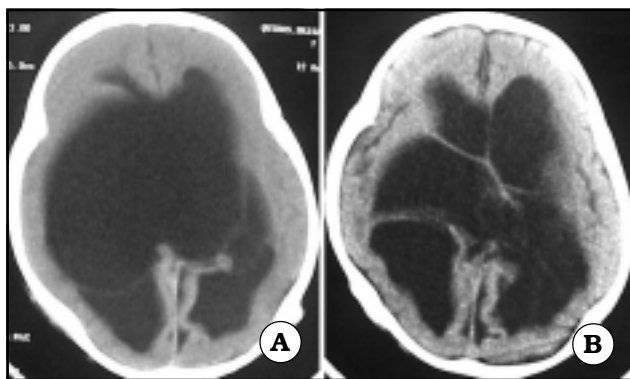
Quiste intraventricular. A. TAC prequirúrgica. B. TAC postquirúrgica.
